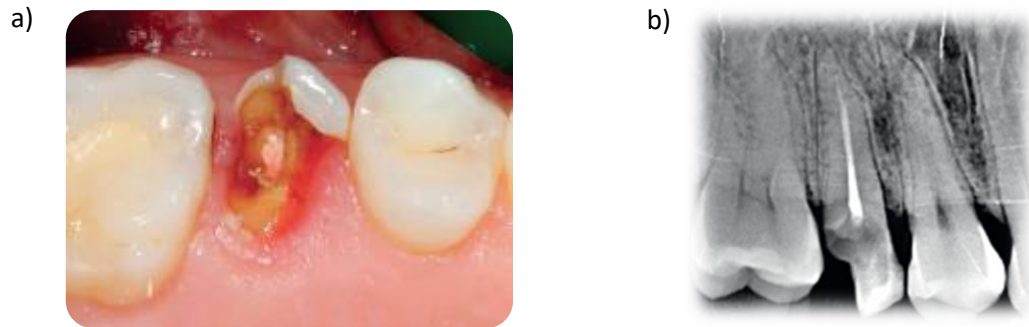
Fotografía y radiografía inicial. a) Se observa insuficiente tejido remanente dental coronal. b) Presencia de tratamiento de conductos previo.³⁷
